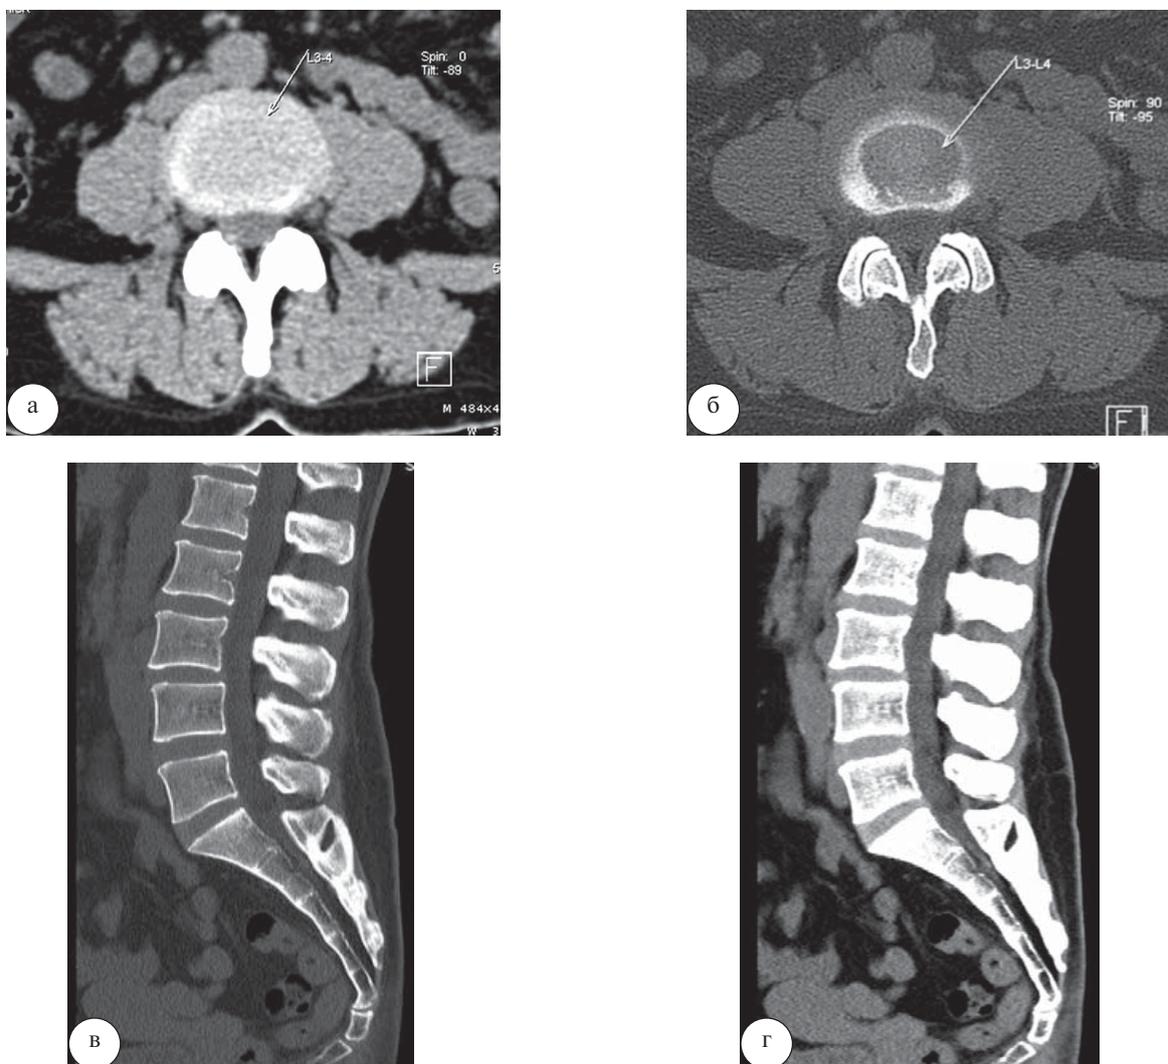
Пациентка Т., 44 года. На КТ поясничного отдела позвоночника в аксиальной (а, б) и сагиттальной плоскостях (в, г) определяются остеохондроз поясничного отдела позвоночника I степени, протрузии межпозвоночных дисков L4–5 и L5–S1, не превышающие 3 мм, спондилоартроз, передний дегенеративный спондилолистез позвонка L3 I степени (менее 1/4 ширины позвонка) без признаков дегенеративного сужения позвоночного канала и выраженной нестабильности
